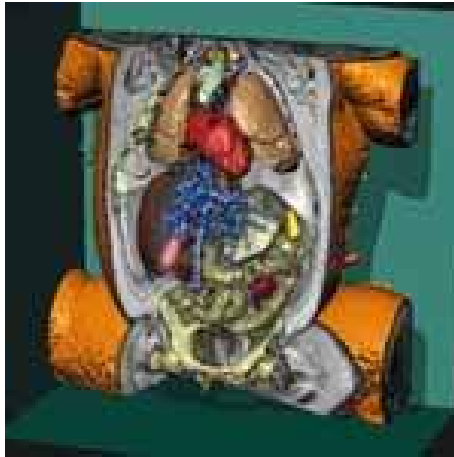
3D зображення плоду за даними МРТ. З використанням системи інтерактивної сегментації було визначено близько 50 об'єктів
